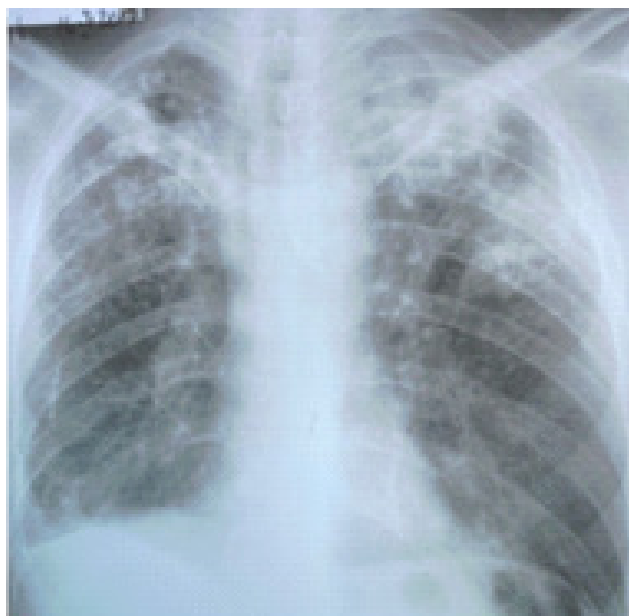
Radiografie pulmonară – imagine cavitară subclavicular stânga
